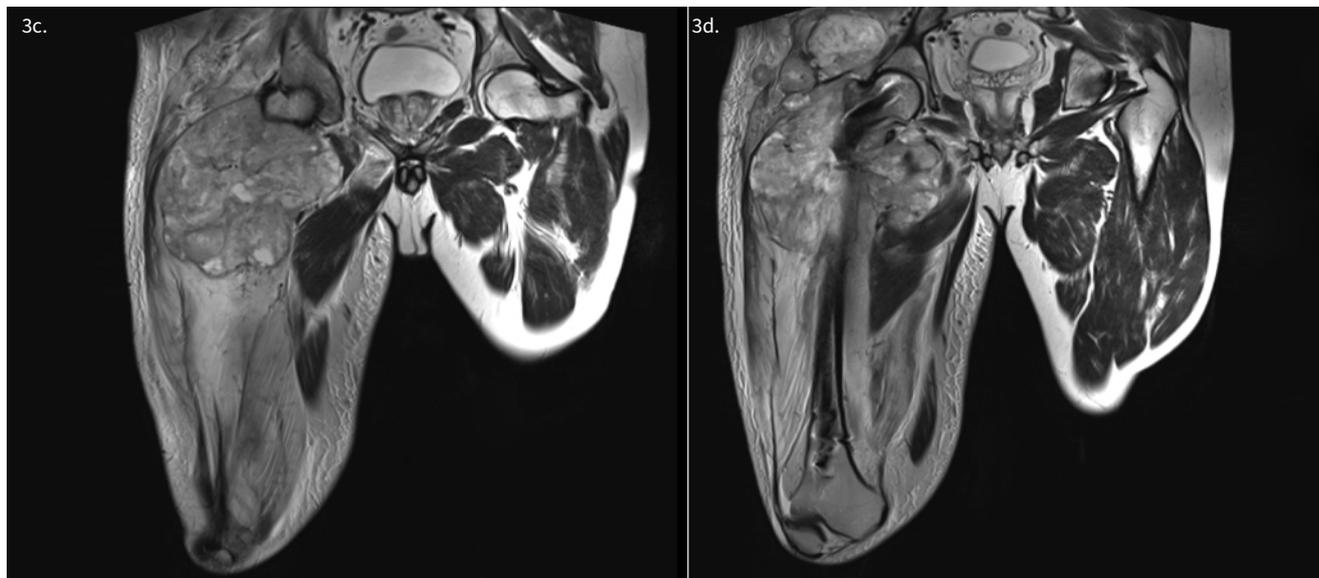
Estudios de imagen de extensión al ingreso. b, c, d) RM de muslo derecho presencia de masa tumoral en hemicadera derecha de aspecto expansivo, contornos no circunscritos, heterogénea pre y post-contraste con importante captación de gadolínico, con áreas de reblandecimiento tumoral en su interior, tamaño 25.1 x 17 x 20 cm.
